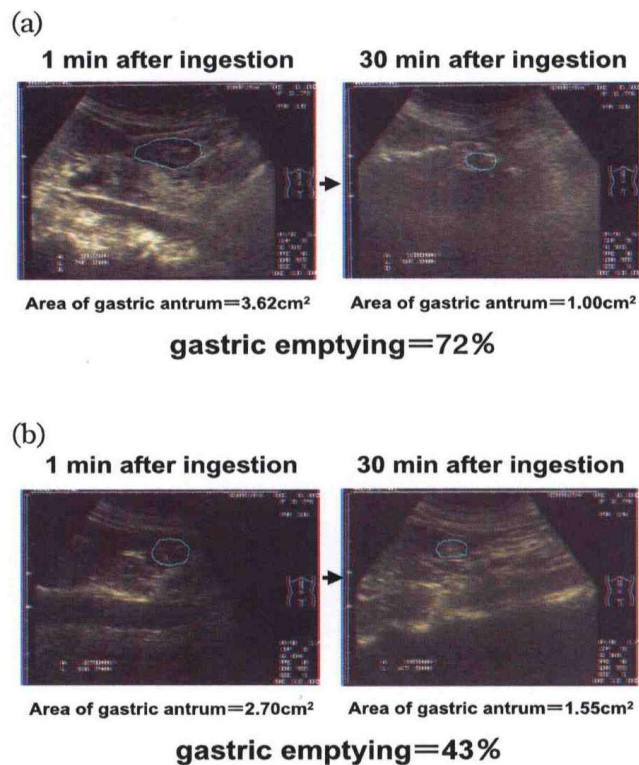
Abdominal ultrasonogram of an elderly subject who received food orally (panel a) and that for a subject who underwent tubal feeding (panel b).
